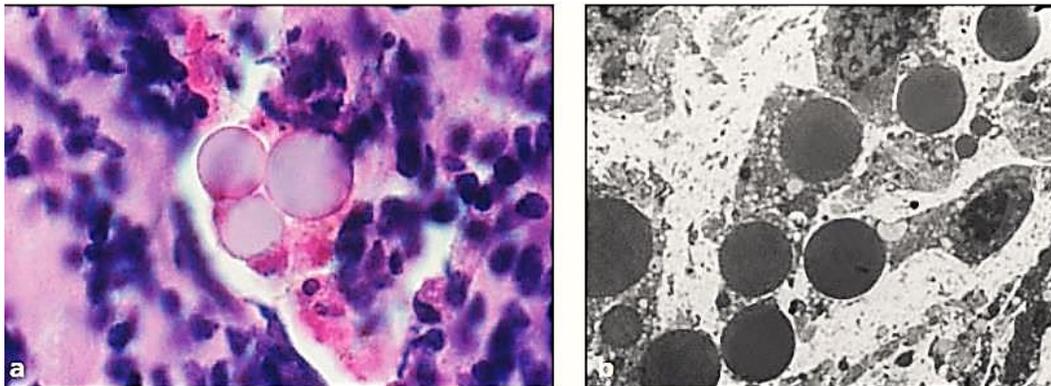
Presencia de cuerpos de Russell en lesión periapical.⁽³⁷⁾
